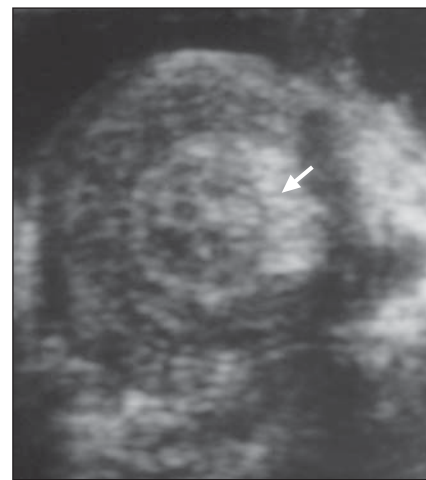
Ultra-sonografia revela o sinal do “crescente” (seta). Este é caracterizado por uma formação hiperecótica com configuração em crescente na porção central da intussuscepção (representa mesentério encarcerado).
